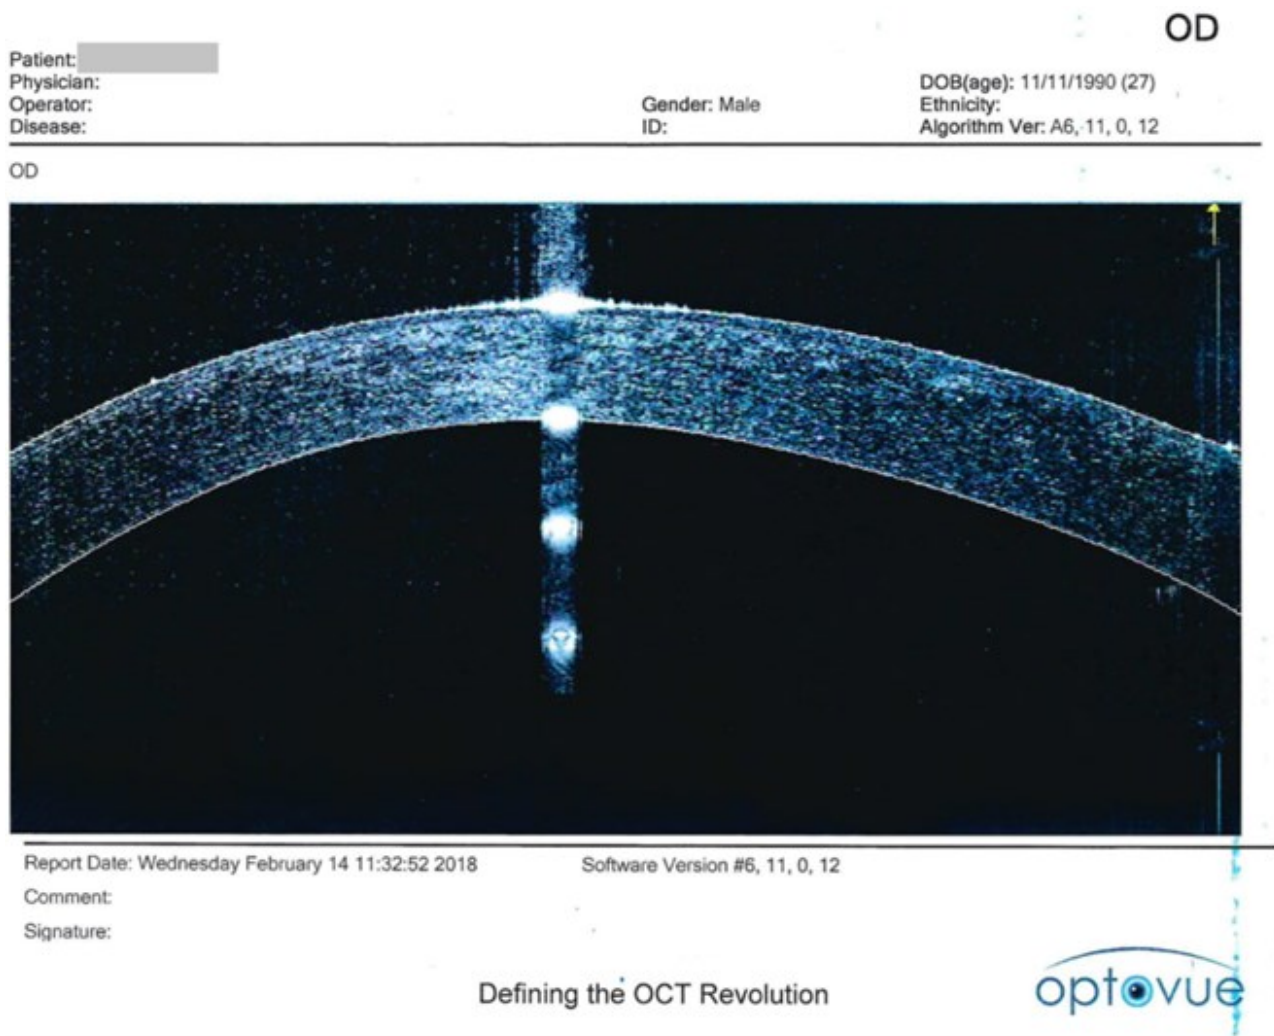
Оптическая когерентная томография роговицы OD до имплантации роговичных сегментов (ОСТ Optovue)
